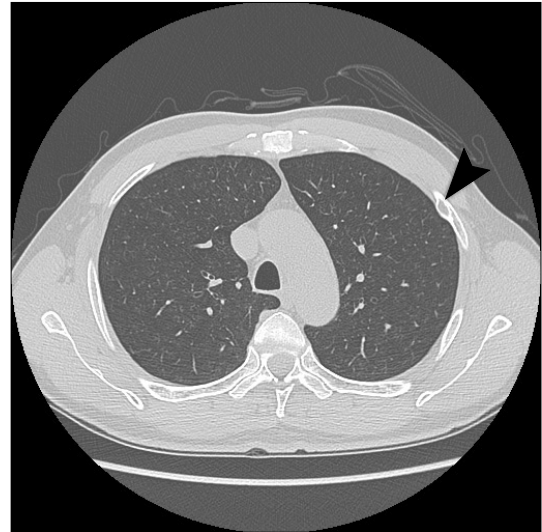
Chest CT shows a left 3rd rib tumor (arrow head).
